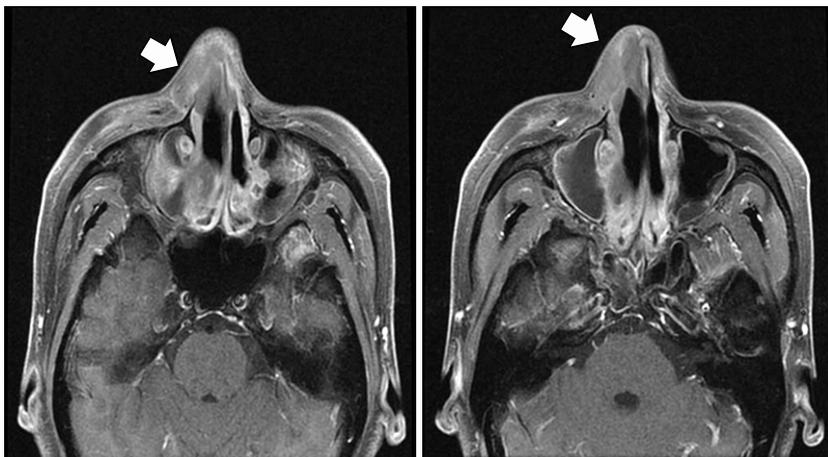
Axial T1 weighted magnetic resonance images show heterogeneously enhancing mass at the anterior nostril area (arrows) and the nasal cavity structure is destroyed. Mucoperiosteal thickening still remained on the frontal, ethmoid, sphenoid, and maxillary sinuses.
